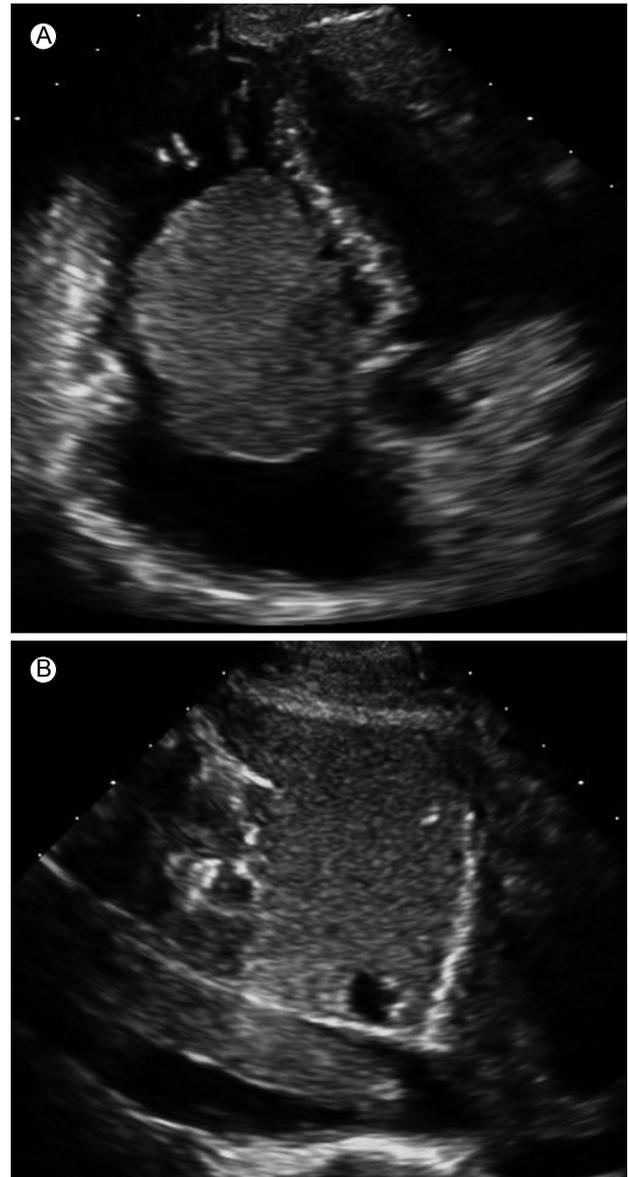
Echocardiography. (A) A highly mobile homogenous mass protruding into the right ventricle (RV). A large mass with to-and-fro motion through the tricuspid valve into RV during the systolic and diastolic phases (main mass, 54 × 44 mm, 16 × 7.4 mm), not attached at the right atrium or RV. (B) Subcostal view showing the elongated mass in the dilated inferior vena cava (26 mm).
